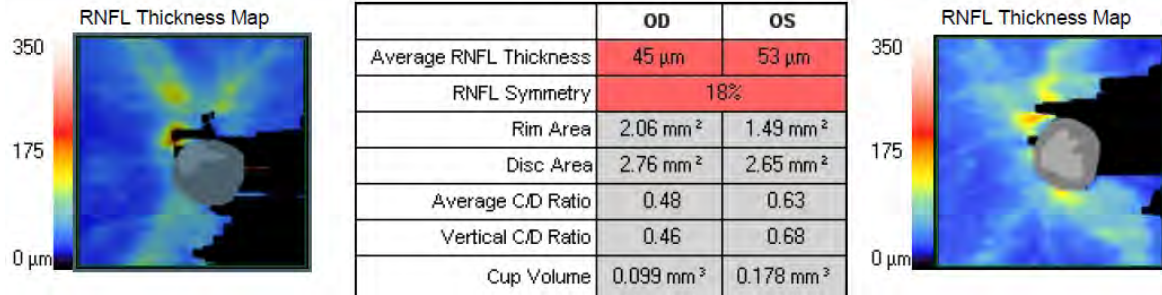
Tomografía de Coherencia Óptica paciente con presencia de neuritis óptica
